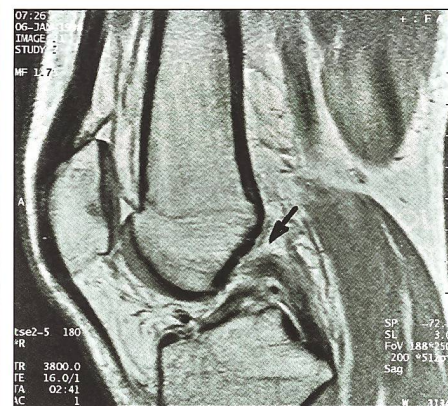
MRI-Bild der proximalen HKB-Partialruptur (siehe Pfeil) im Falle J.C.
